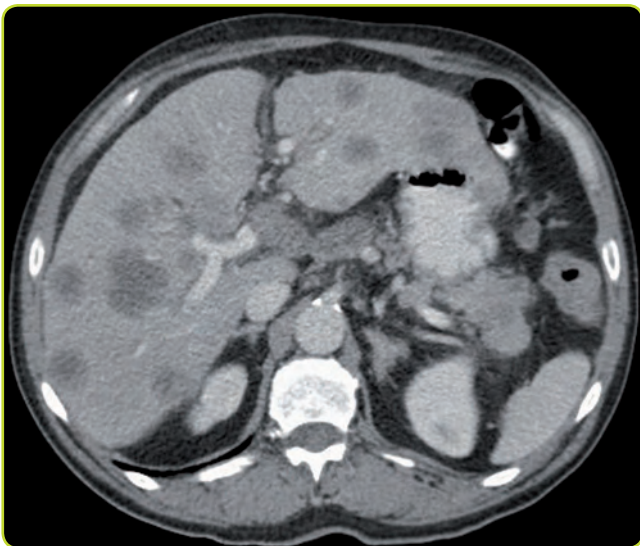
Múltiples metástasis hepáticas. TC.
